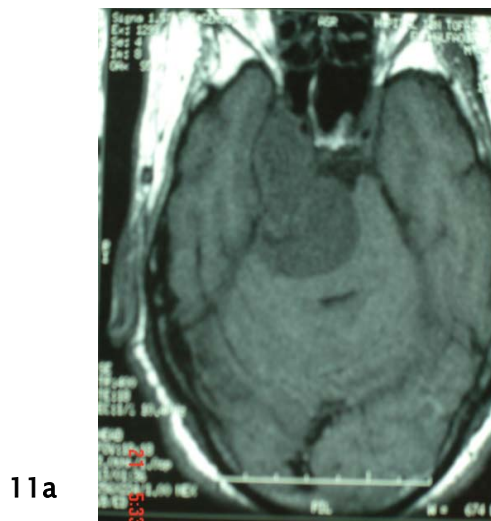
Image IRM en coupe axiale en séquence T1 sans injection de Gadolinium montrant une lésion hypointense de l'angle pontocérébelleux droit étendue à la fosse temporale homolatérale « en bissac » avec effet de masse sur le tronc cérébral et l'aqueduc de sylvius.
